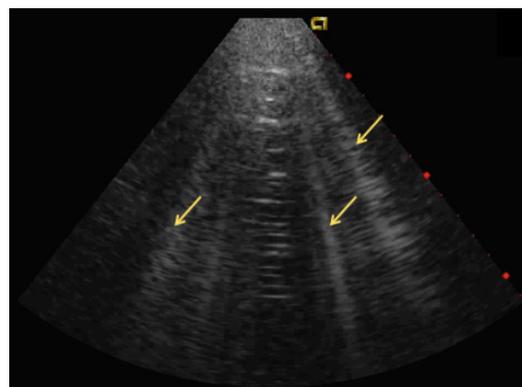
Ecografía pulmonar pasadas 48 horas tras la cesárea. Se observa disminución de la cantidad de líneas B, calculándose una ECS de 10 en ese momento.
